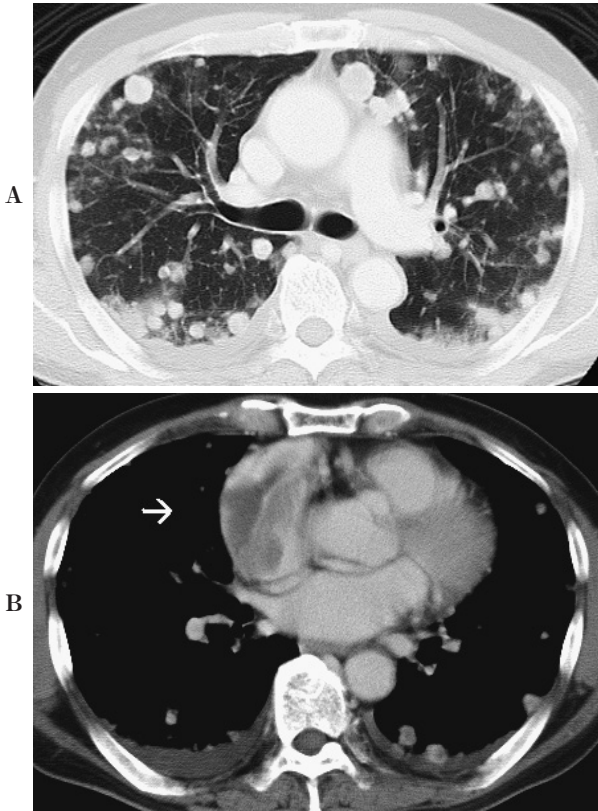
A chest CT scan shows multiple nodular lesions with surrounding ground-glass attenuation (A) and a mass within the right atrium (B, arrow).
